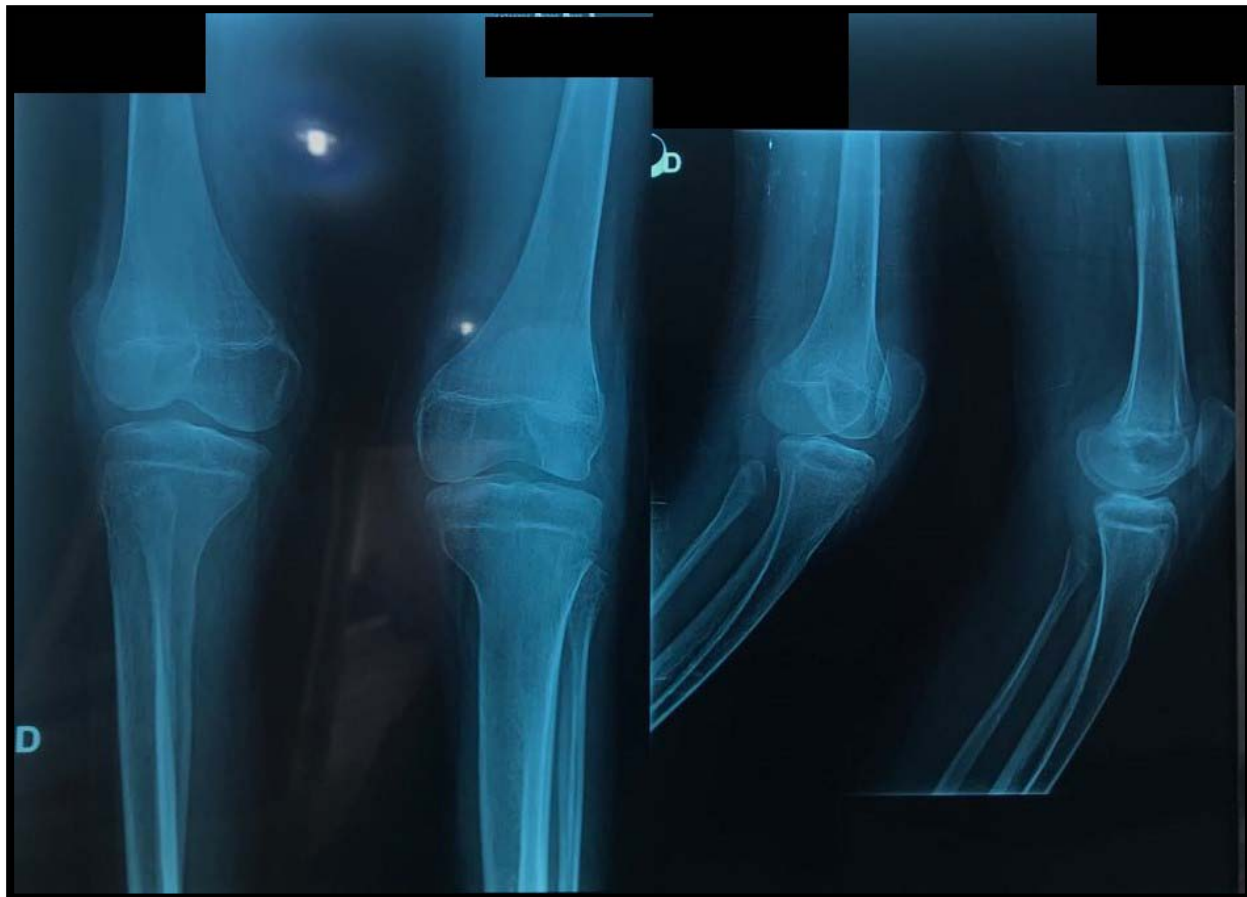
Radiographie du genou montrant un aspect déminéralisé de l'os avec élargissement de la métaphyse du tibia et un aspect effilé au niveau du péroné
